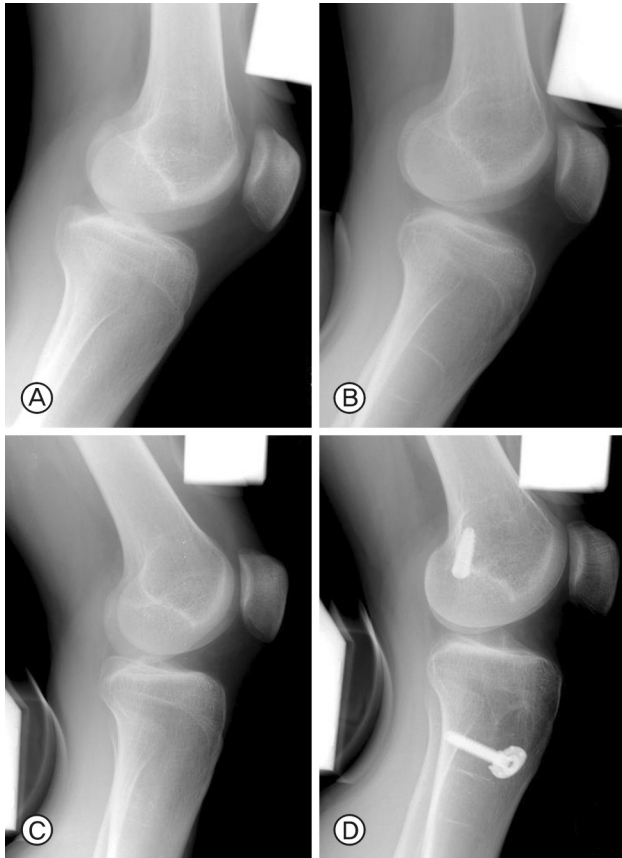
(A, B) These are the radiographs stress test with Telos[®] of a twenty-one years old man with left knee instability at the preoperative stage. They showed 11 mm in side to side difference. (C, D) After postoperative 12 months, Follow-up radiographs showed establishment of anterior stability of the knee joint, by showing a decrease of 2 mm in side to side difference.
